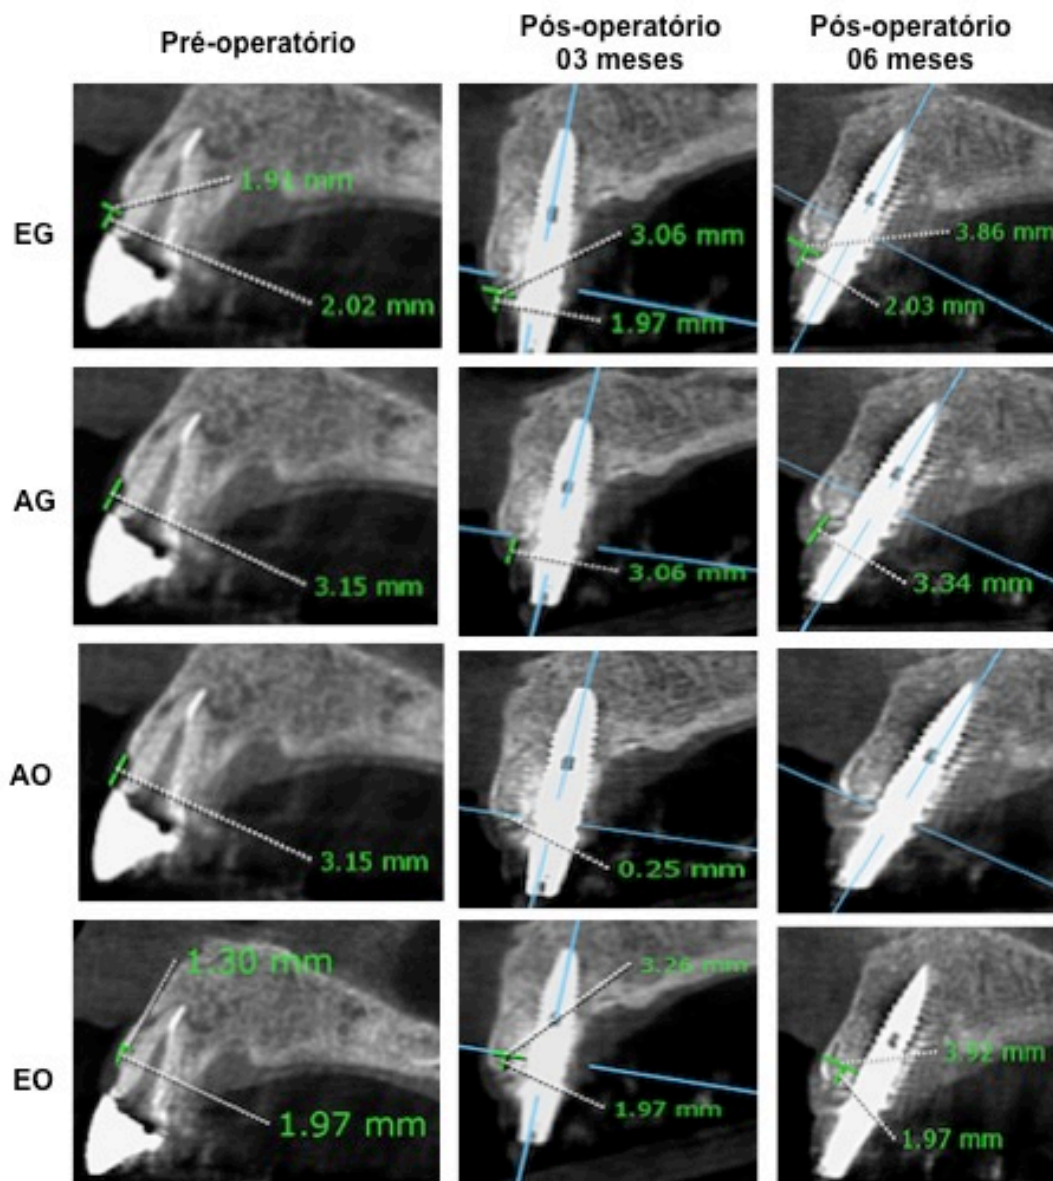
Paciente 2 - Medidas lineares pré e pós-operatórias obtidas pela tomografia computadorizada de feixe cônico utilizando afastador labial. EG: Espessura de tecido mole; AG: Distância entre margem gengival e a crista óssea vestibular; AO: Distância da crista óssea vestibular à coroa protética ou à plataforma do implante; EO: Espessura do osso vestibular.
